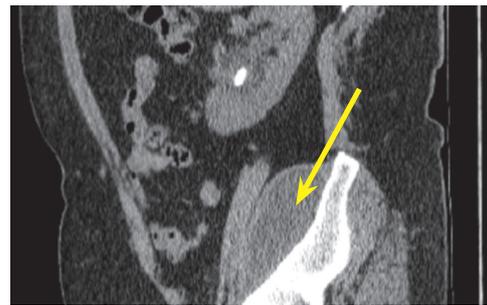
Мультиспиральная компьютерная томография. Образование в *m. psoas* в сагиттальной проекции
